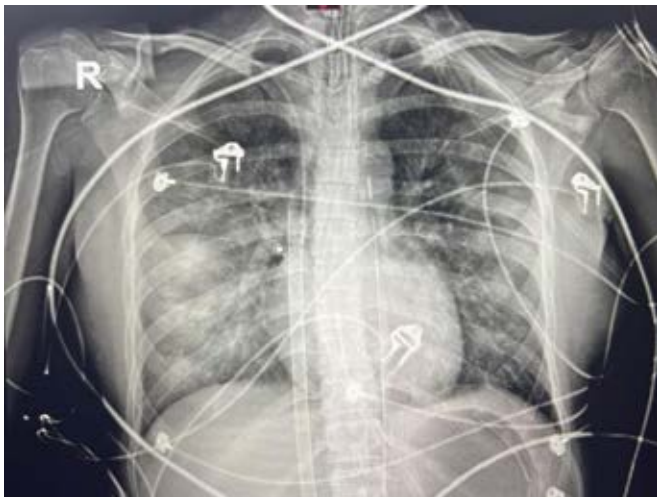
Radiografía de tórax, en la que se muestra cánula de membrana de oxigenación extracorpórea y balón de contrapulsación aórtica de 2 cm por debajo de la carina.
